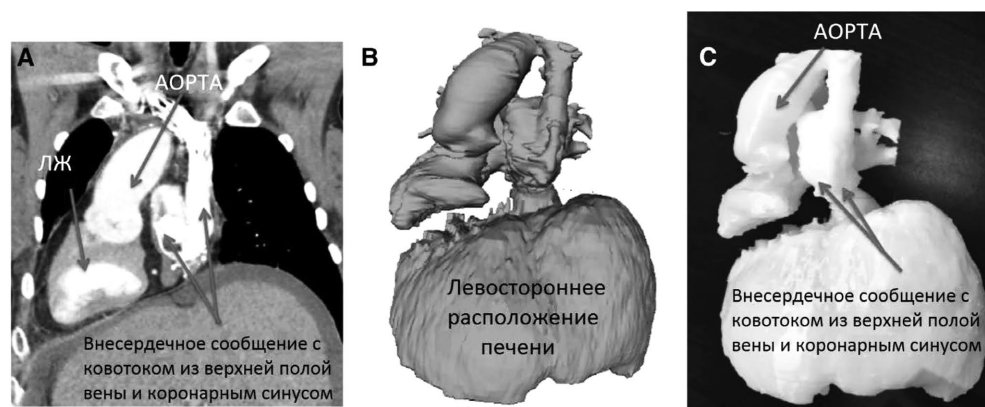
3D печатная модель сердца и печени 31-летнего пациента с полностью зеркальным расположением внутренних органов, атрезией трехстворчатого клапана, атрезией легочного ствола и выполненной комплексной операцией Фонтена созданная для улучшенного понимания потенциальных хирургических анастомозов перед трансплантацией сердца и печени. КТ – изображения во фронтальной плоскости (А), виртуальная 3D-модель (В), и 3D-печатная модель (С) [1]
